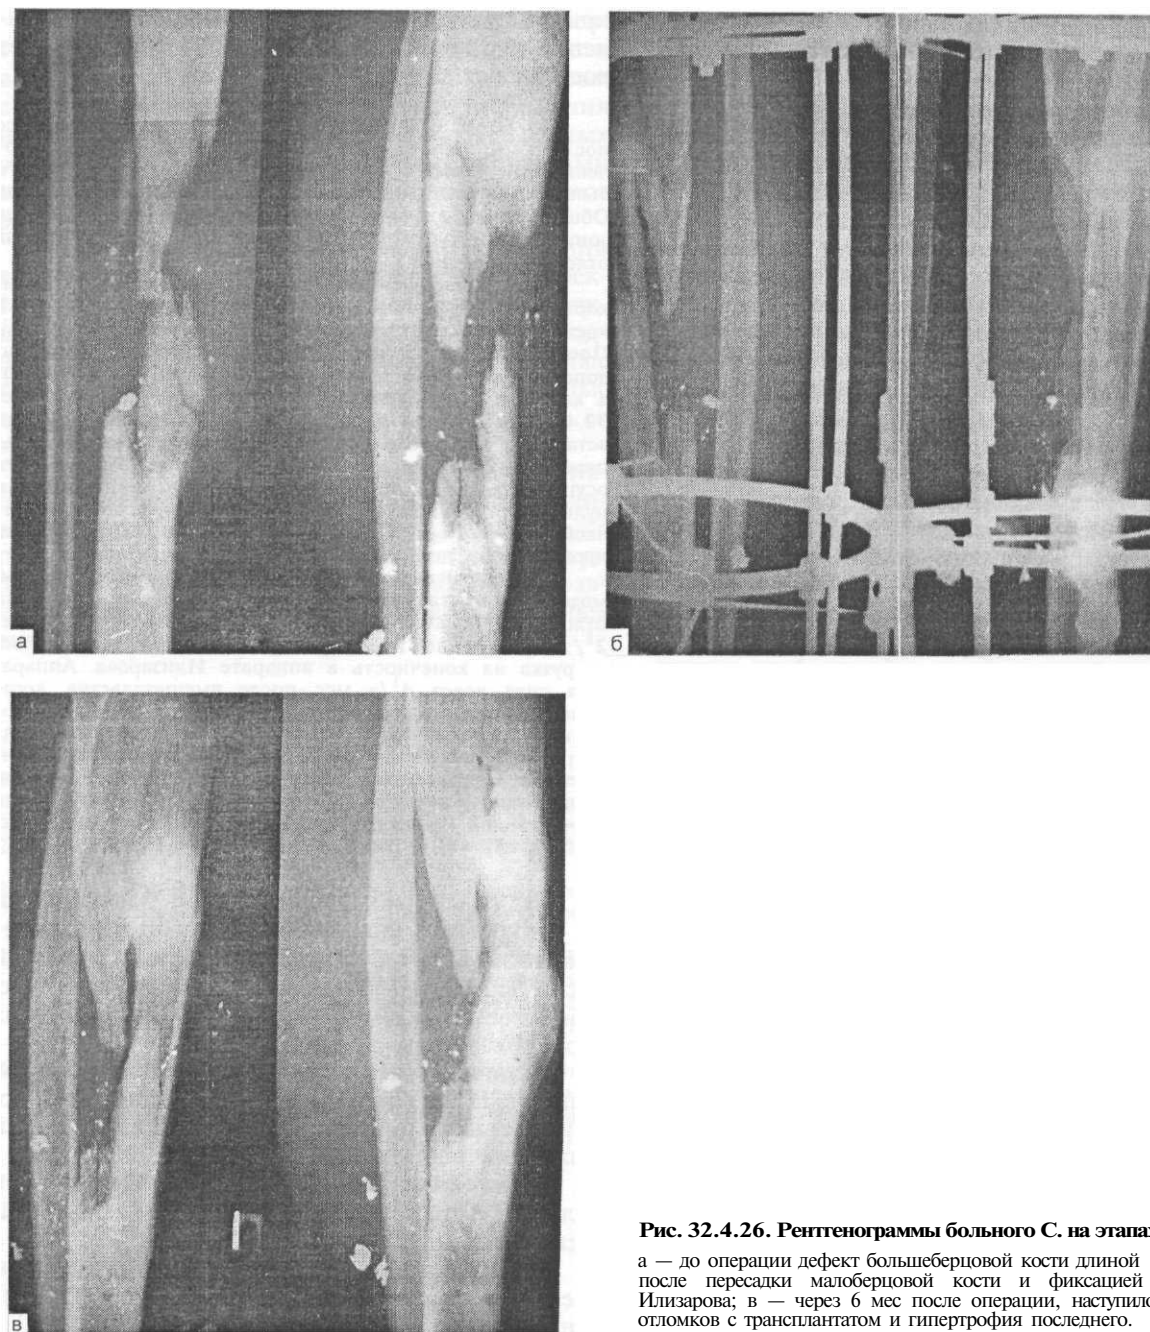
Рентгенограммы больного С. на этапах лечения.
